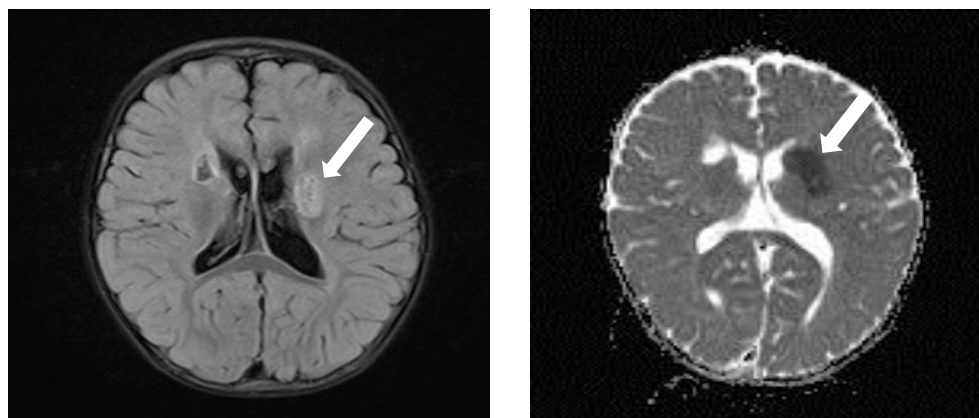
Pacientă de 13 luni, RMN cerebrală, în T1 – prezența unui focar ovoid de ischemie de mărimea 25x13 mm la nivelul nucleilor bazali pe stânga, cu implicarea putamenului și a capsulei interne pe stânga. Pe dreapta – defect lacunar cronic la nivelul materiei albe periventriculare frontal, cu implicarea parțială a putamenului drept.
